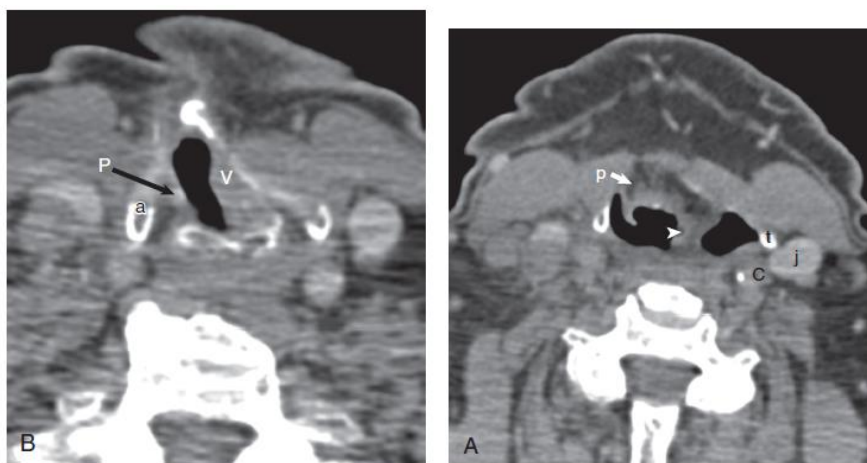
Computed tomography of normal anatomy after right vertical hemilaryngectomy. A, Level of superior cornua of the thyroid cartilage. White arrowhead points to residual aryepiglottic fold on the nonoperated side. The superior cornu of thyroid cartilage (t), carotid artery (C), and internal jugular vein (j) are also shown. White arrow labeled p demonstrates diminution of fat content within the preepiglottic space. B, Level of glottis. Note the normal tilt of the airway to the right. The residual right thyroid ala (a), and residual left true vocal cord (V) are also shown. Black arrow labeled P shows a surgically created pseudocord.
